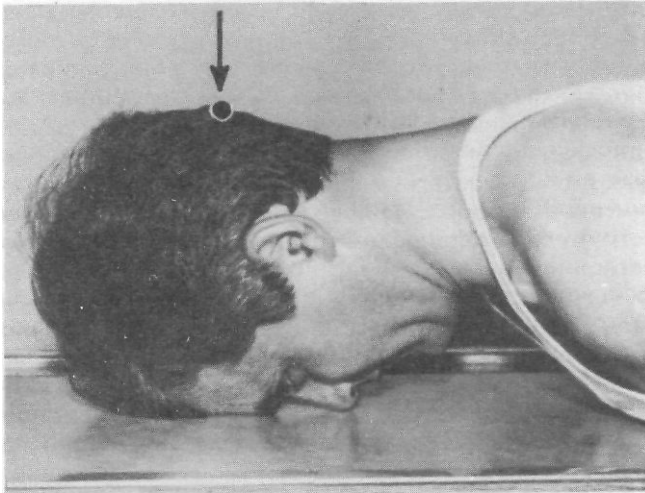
Укладка для рентгенографии черепа в носолобной проекции.
